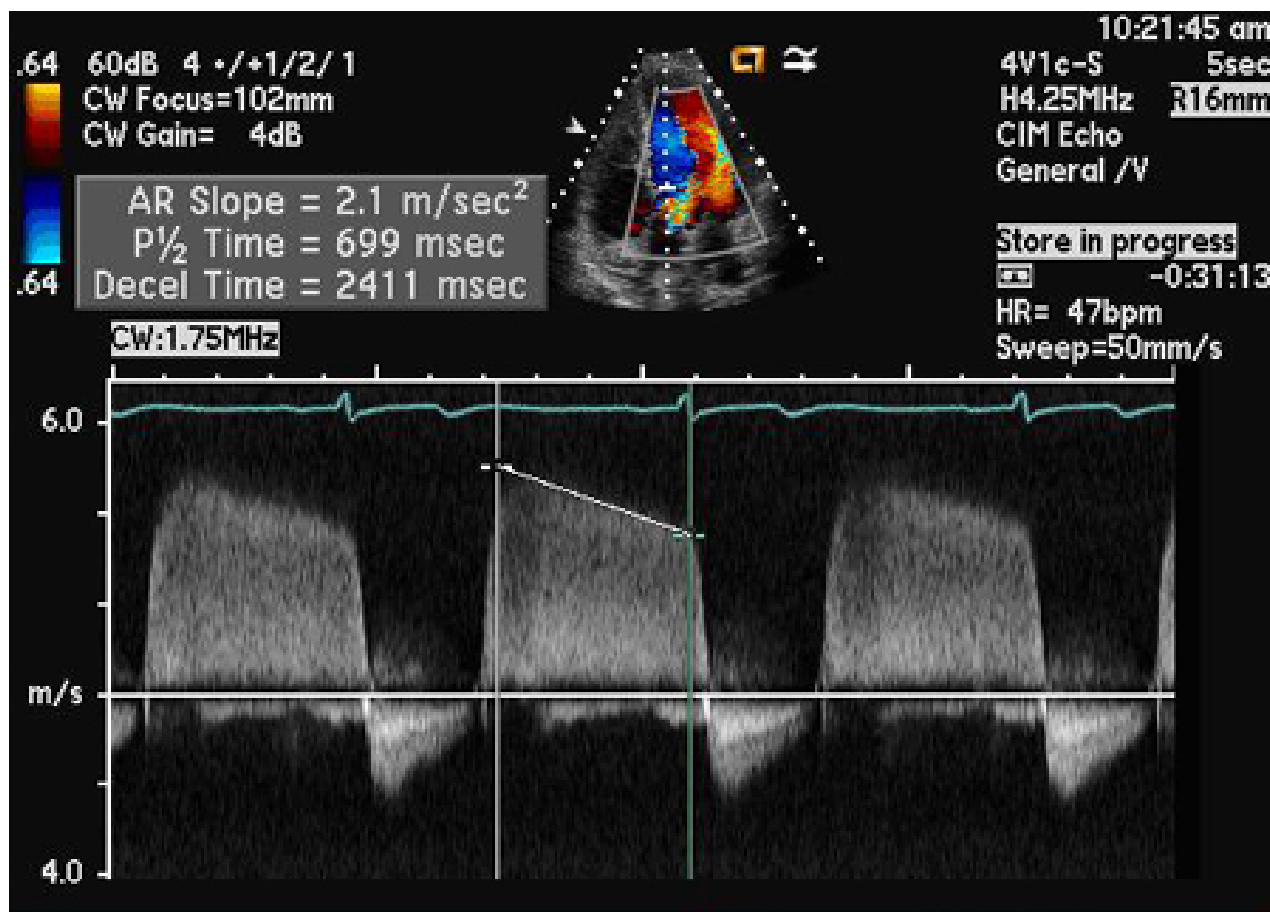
Doppler de onda contínua do jato regurgitante demonstrando o tempo de meia-pressão da velocidade regurgitante aórtica
